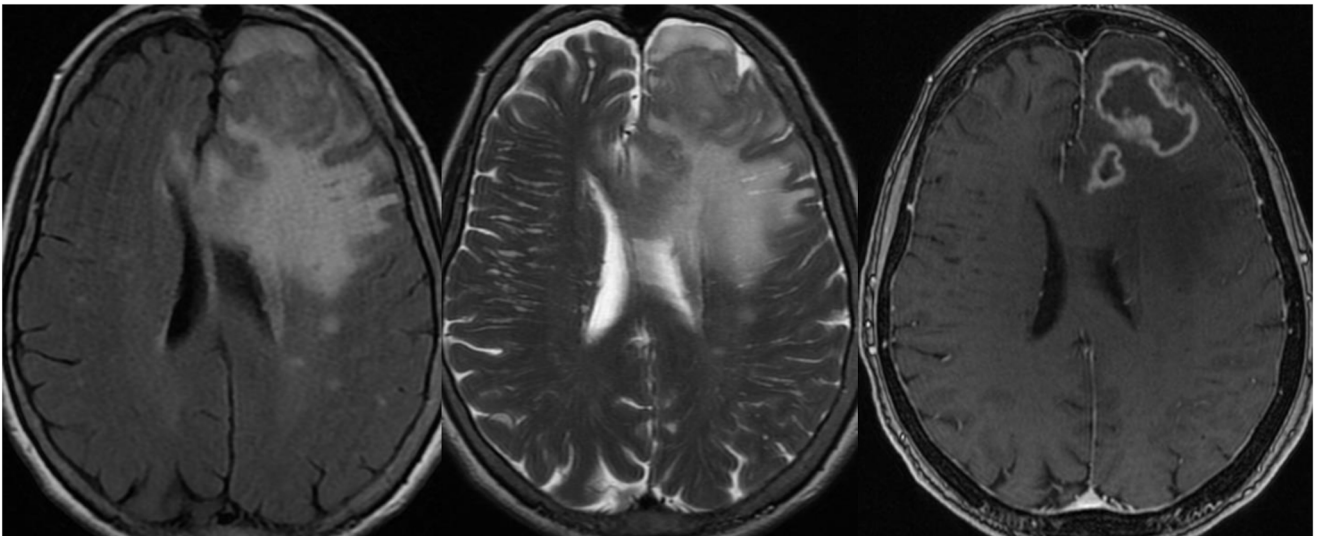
Varón de 70 años con trasplante hepático 10 años antes, comienza con cuadro confusional de mes y medio de evolución con cambios en el comportamiento y una alteración de la marcha con inestabilidad. En la RM cerebral se identifican 2 lesiones frontales con captación anular de contraste con márgenes irregulares y extenso edema vasogénico circundante. Ambas lesiones muestran una marcada hipointensidad en secuencias T2. Tras la resección de la lesión el resultado histopatológico fue de un trastorno linfoproliferativo postrasplante polimórfico VEB-positivo.
